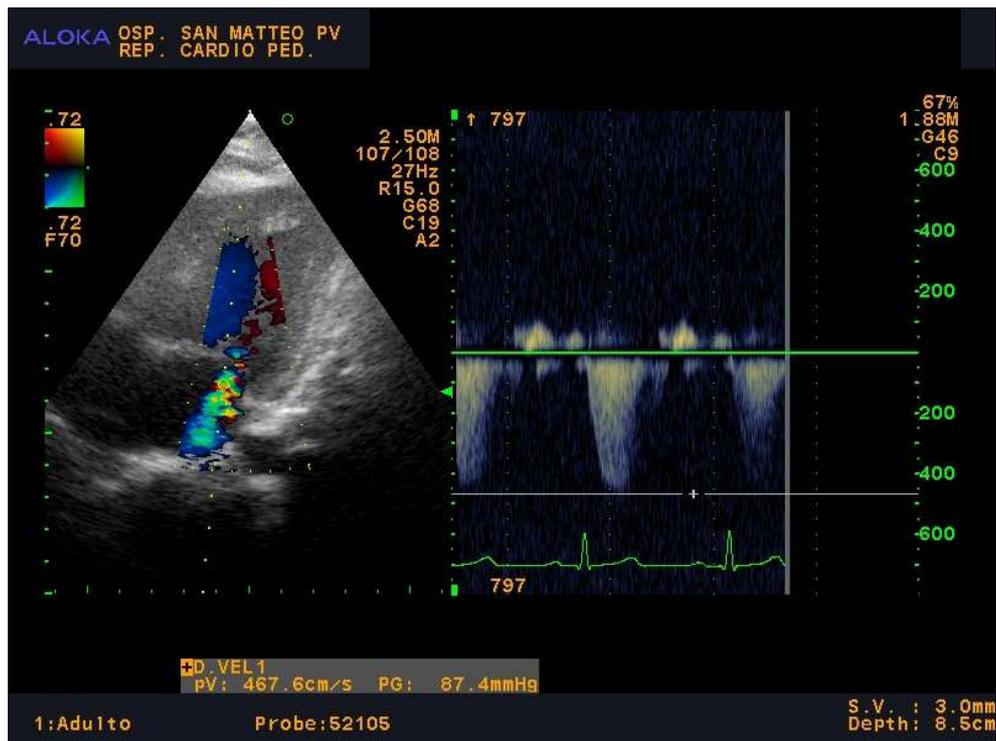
Ecocardiografia color Doppler: insufficienza mitralica di grado moderato in paziente affetta da mucopolisaccaridosi tipo III (s. di Sanfilippo).
